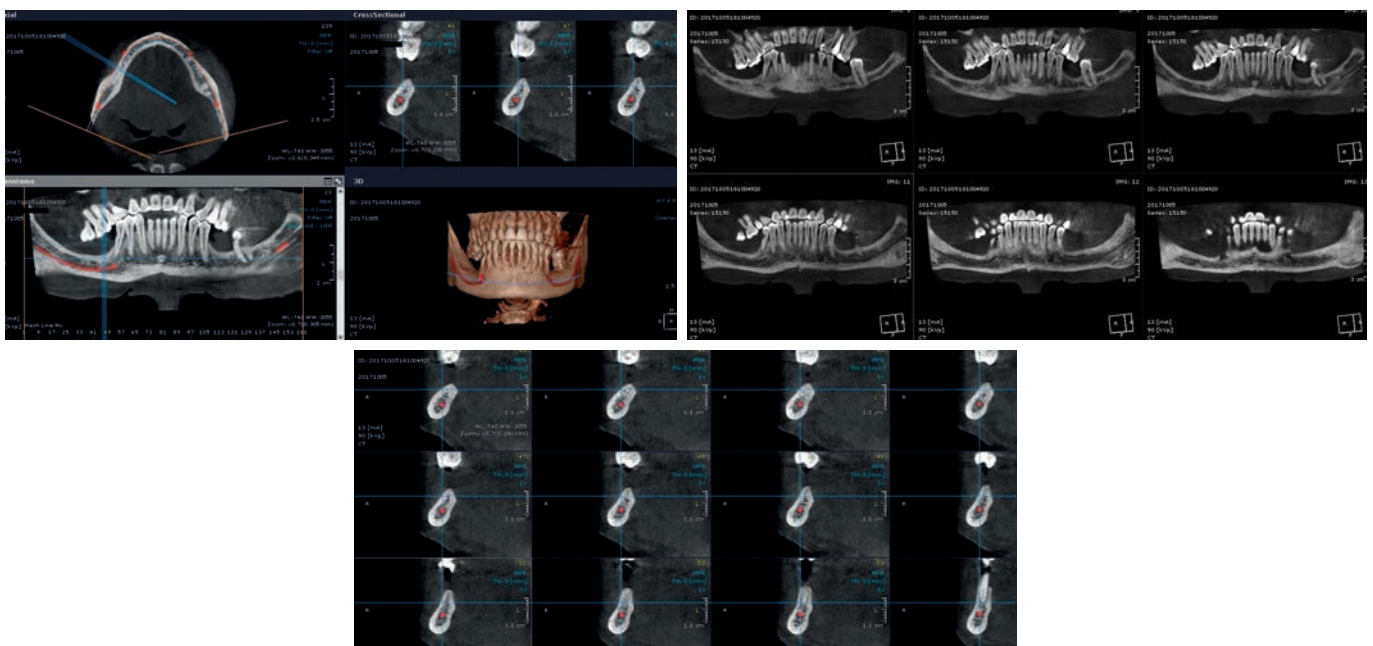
a-b: Tomografia computerizzata spirale (Dentascan).
